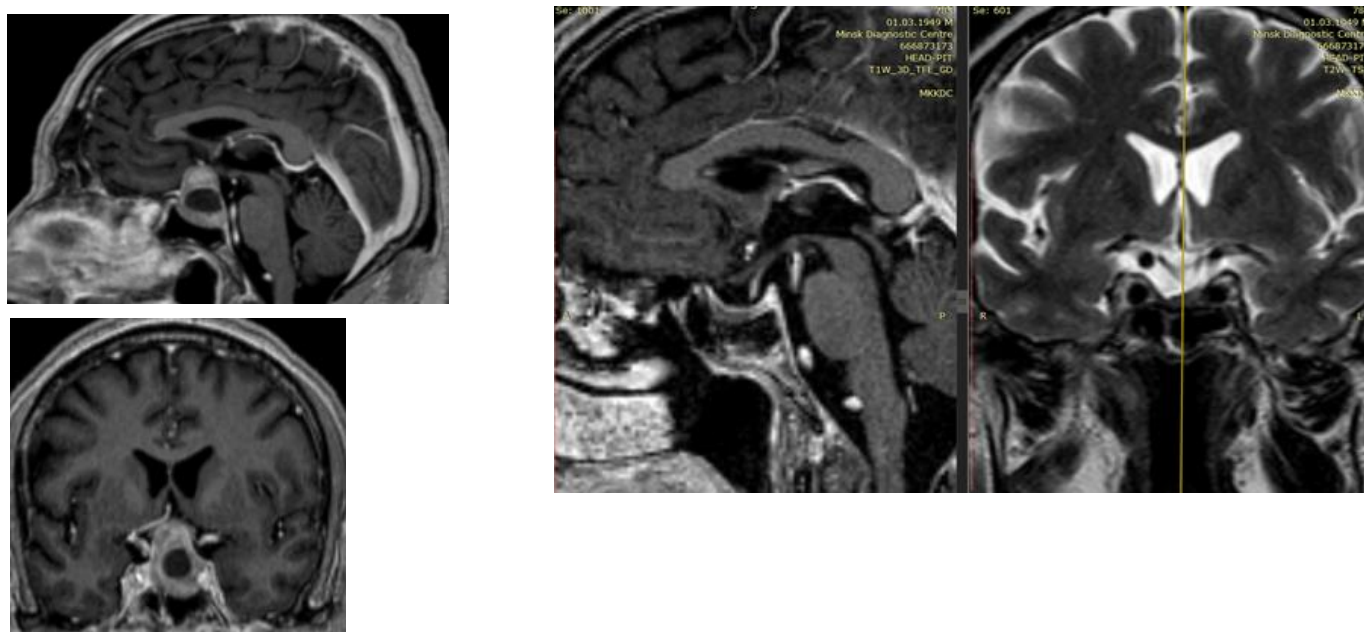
МРТ до операции (слева); после операции (через год и 3 месяца) справа
